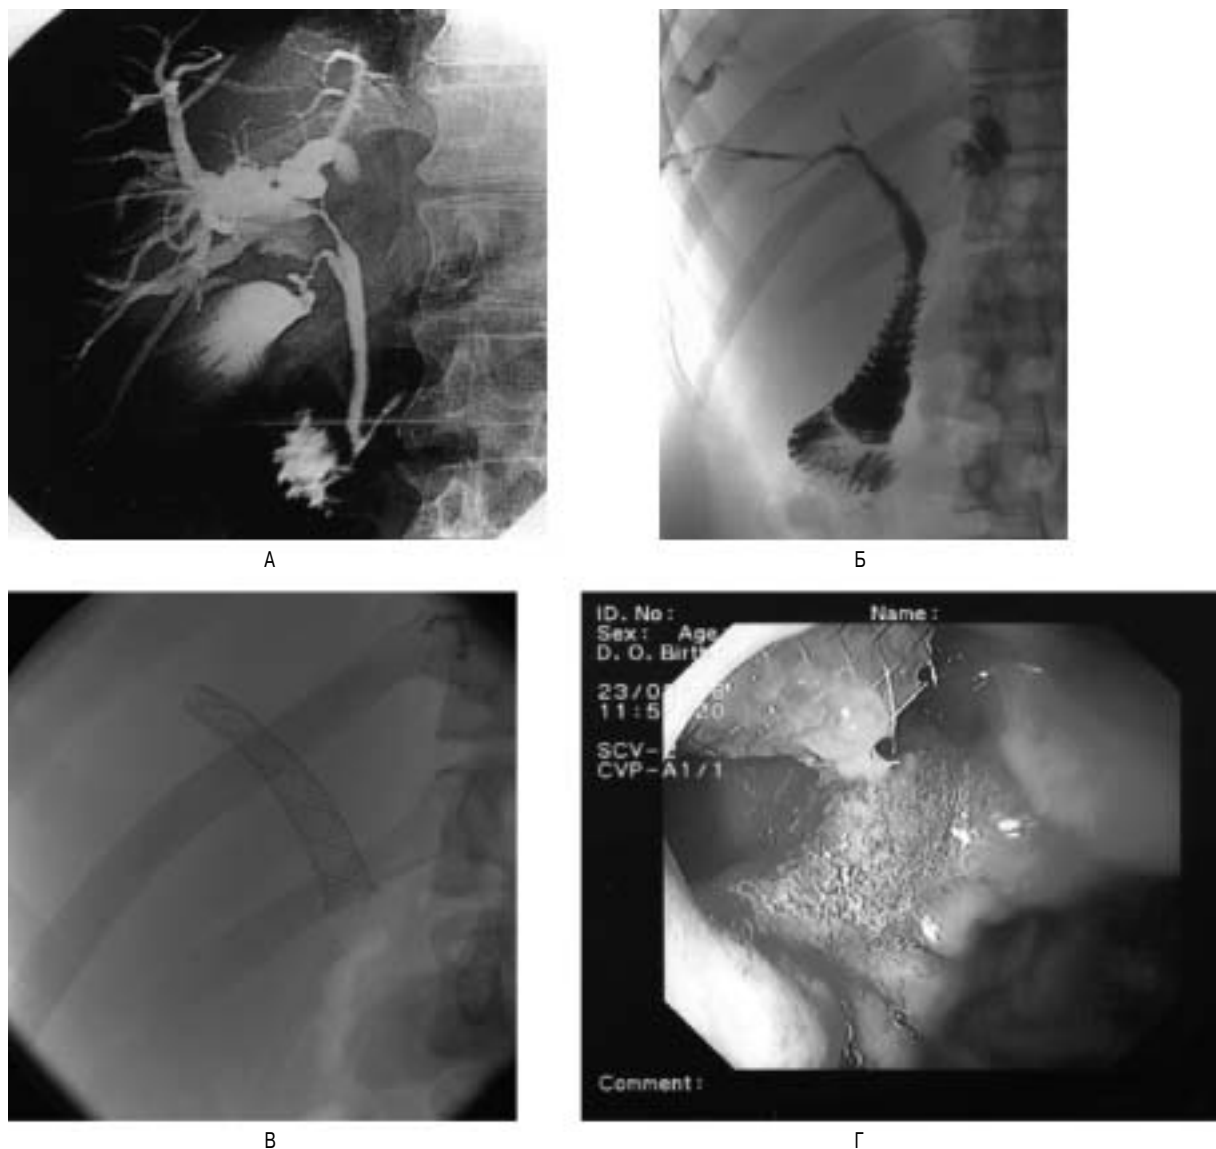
Больной Б., 69 лет. Рак внепеченочных желчных протоков (опухоль Клатцкина). Холангиограмма: А – блок проксимальных желчных протоков. Б – состояние после стентирования, проходимость протоков восстановлена. В – вид имплантированного протеза Wallstent в область стриктуры желчных протоков на рентгенограмме. Г – эндоскопическая картина просвета двенадцатиперстной кишки.
